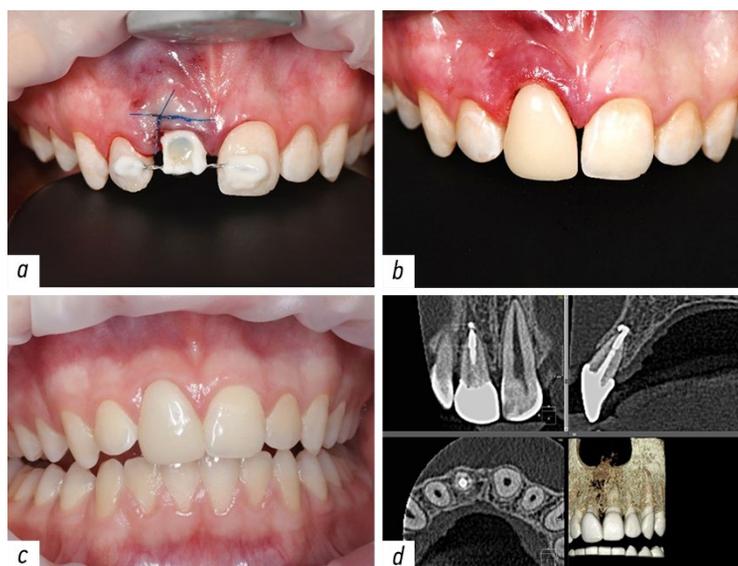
Результаты лечения коронково-корневого перелома зуба 1.1 у пациента В., мужского пола, 12 лет. *a* — завершение 1-го этапа лечения, окончательный вид зуба после шинирования; *b* — фронтальный вид зубного ряда верхней челюсти сразу после фиксации композитной коронки; *c* — фронтальный вид зубного ряда верхней челюсти через 11 мес после коррекции; *d* — через 11 мес после реплантации на конусно-лучевой компьютерной томограмме зарегистрировано полное заживление очагов деструкции костной ткани, однако сохраняется незначительная (1–2 мм) резорбция верхушки корня зуба.
